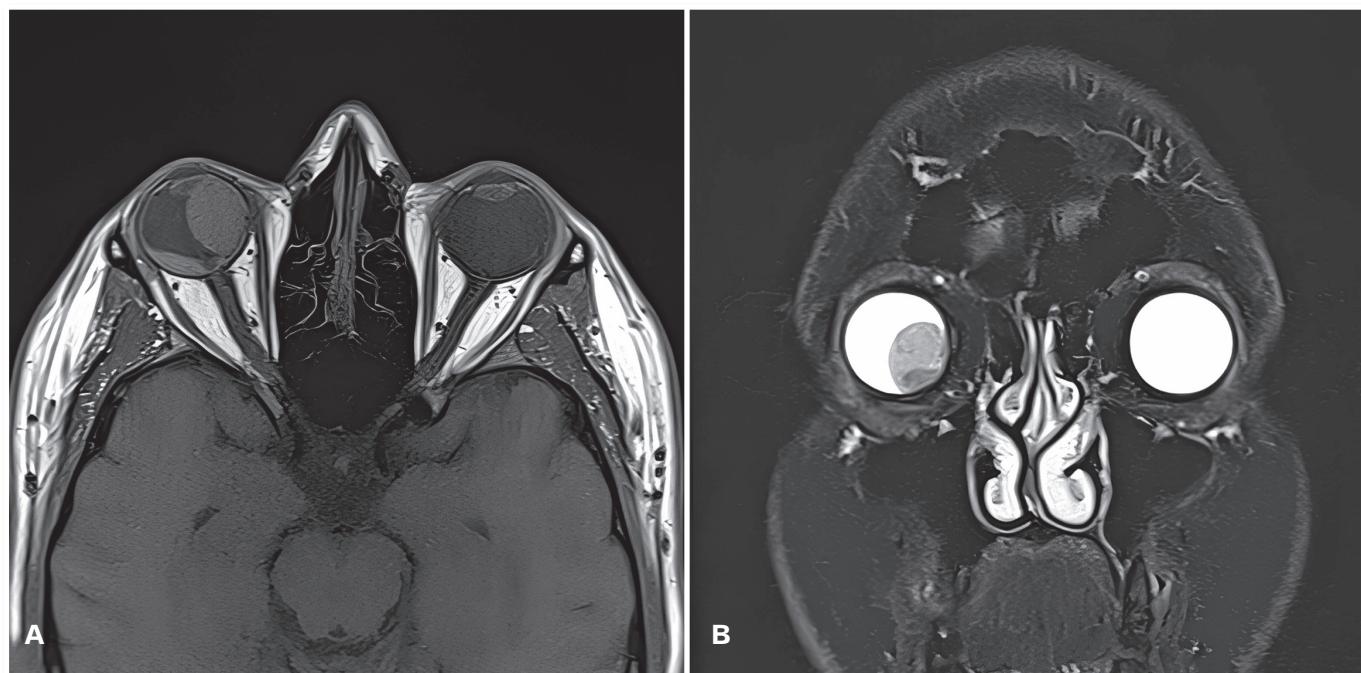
Ressonância nuclear magnética de órbitas: corte axial T1 (A) com isossinal e coronal T2 (B) com hipossinal, evidenciando lesão expansiva no segmento posterior do olho direito.
